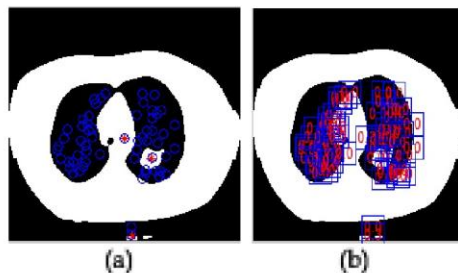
(a) Centroid location (b) Region of object in CT image
